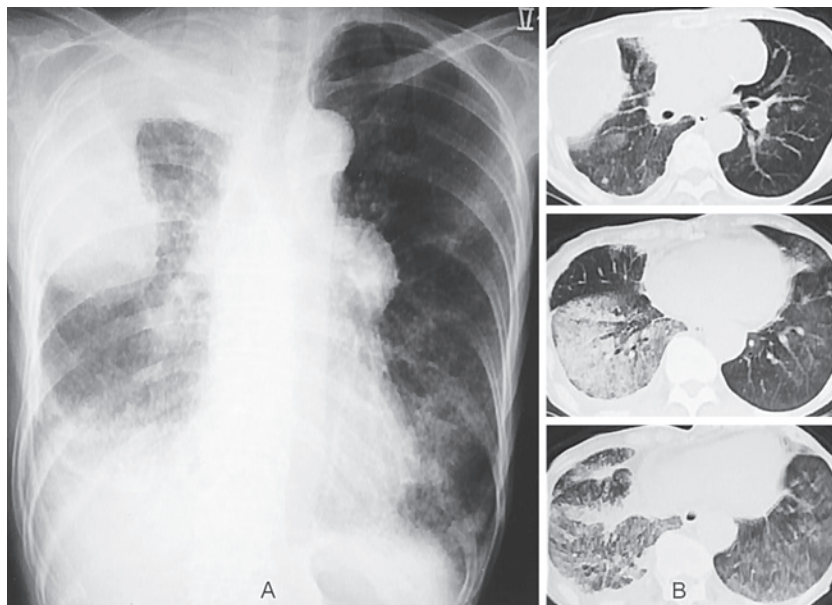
Chest radiograph (A) and CT (B) after the administration of gefitinib (February 2009). Ground-glass opacities had become extensive in both lower lung fields.
